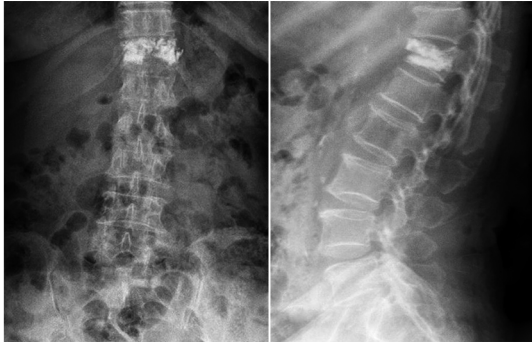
术后复查腰椎正侧位X片显示L<sub>4</sub>椎体滑脱未进一步加重
